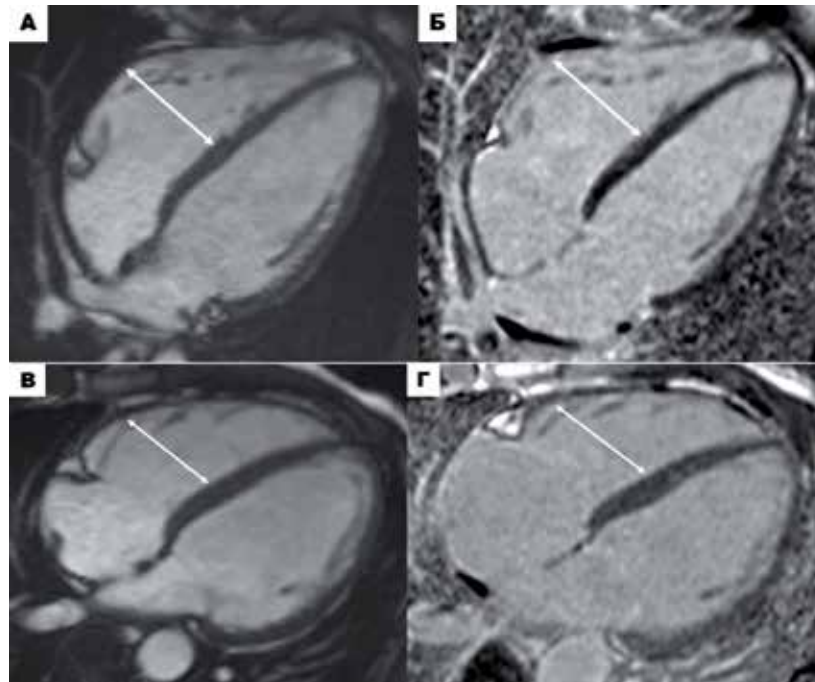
А-Б. МРТ сердца пациента №855. А. Изображения сердца в четырёхкамерной проекции в конечно-диастолическую фазу (А – кино-изображение, Б – последовательность с отсроченным контрастным усилением). Расширение ПЖ, иКДО 111 мл/м², (тонкие белые стрелки) без определяемого отсроченного накопления КВ в миокарде ПЖ. «Спортивное сердце». В-Г. МРТ сердца пациента №987. В. Изображения сердца в четырёхкамерной проекции в конечно-диастолическую фазу (В – кино-изображение, Г – последовательность с отсроченным контрастным усилением). Расширение ПЖ, иКДО 130 мл/м², (тонкие белые стрелки) без определяемого отсроченного накопления КВ в миокарде ПЖ. «Спортивное сердце».
